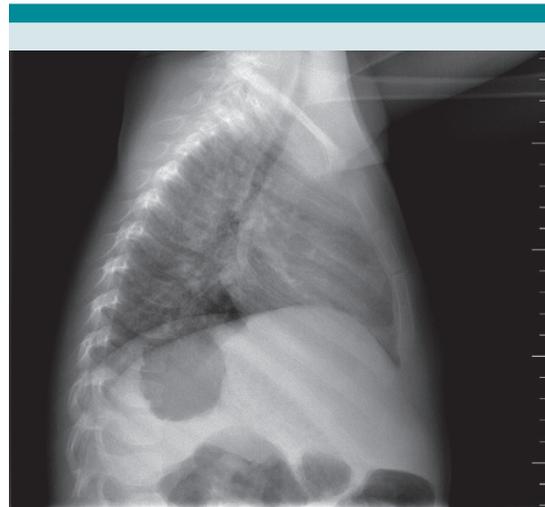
Lateral chest radiograph demonstrating increased density of the surrounding soft tissue.
